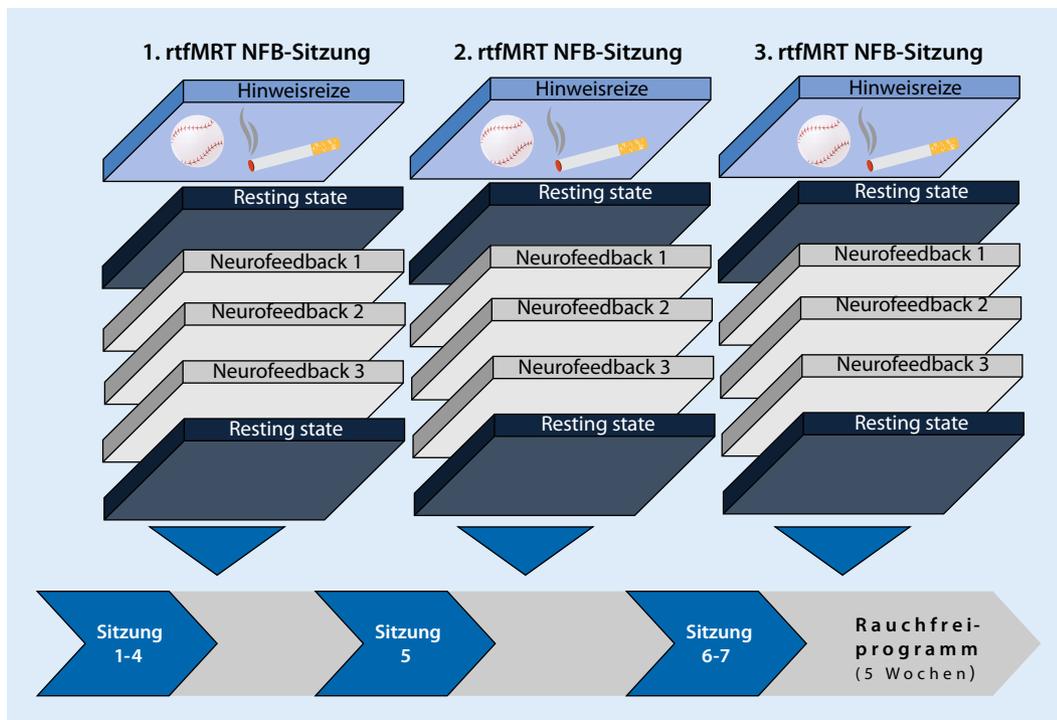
◀ Studienparadigma: Auswahl der Zielregion entsprechend den individuellen neuronalen Reaktionen bei der Präsentation der Hinweisreize für Tabakkonsum; Reduktion der neuronalen Aktivität in der Zielregion während der Präsentation von tabakassoziierten Informationen während des NFB-Trainings; NFB-Training an 3 verschiedenen Tagen nach den Sitzungen 4, 5 und 7 des Rauchfreikurses. rtfMRT „real-time functional magnetic resonance imaging“, NFB Neurofeedback
